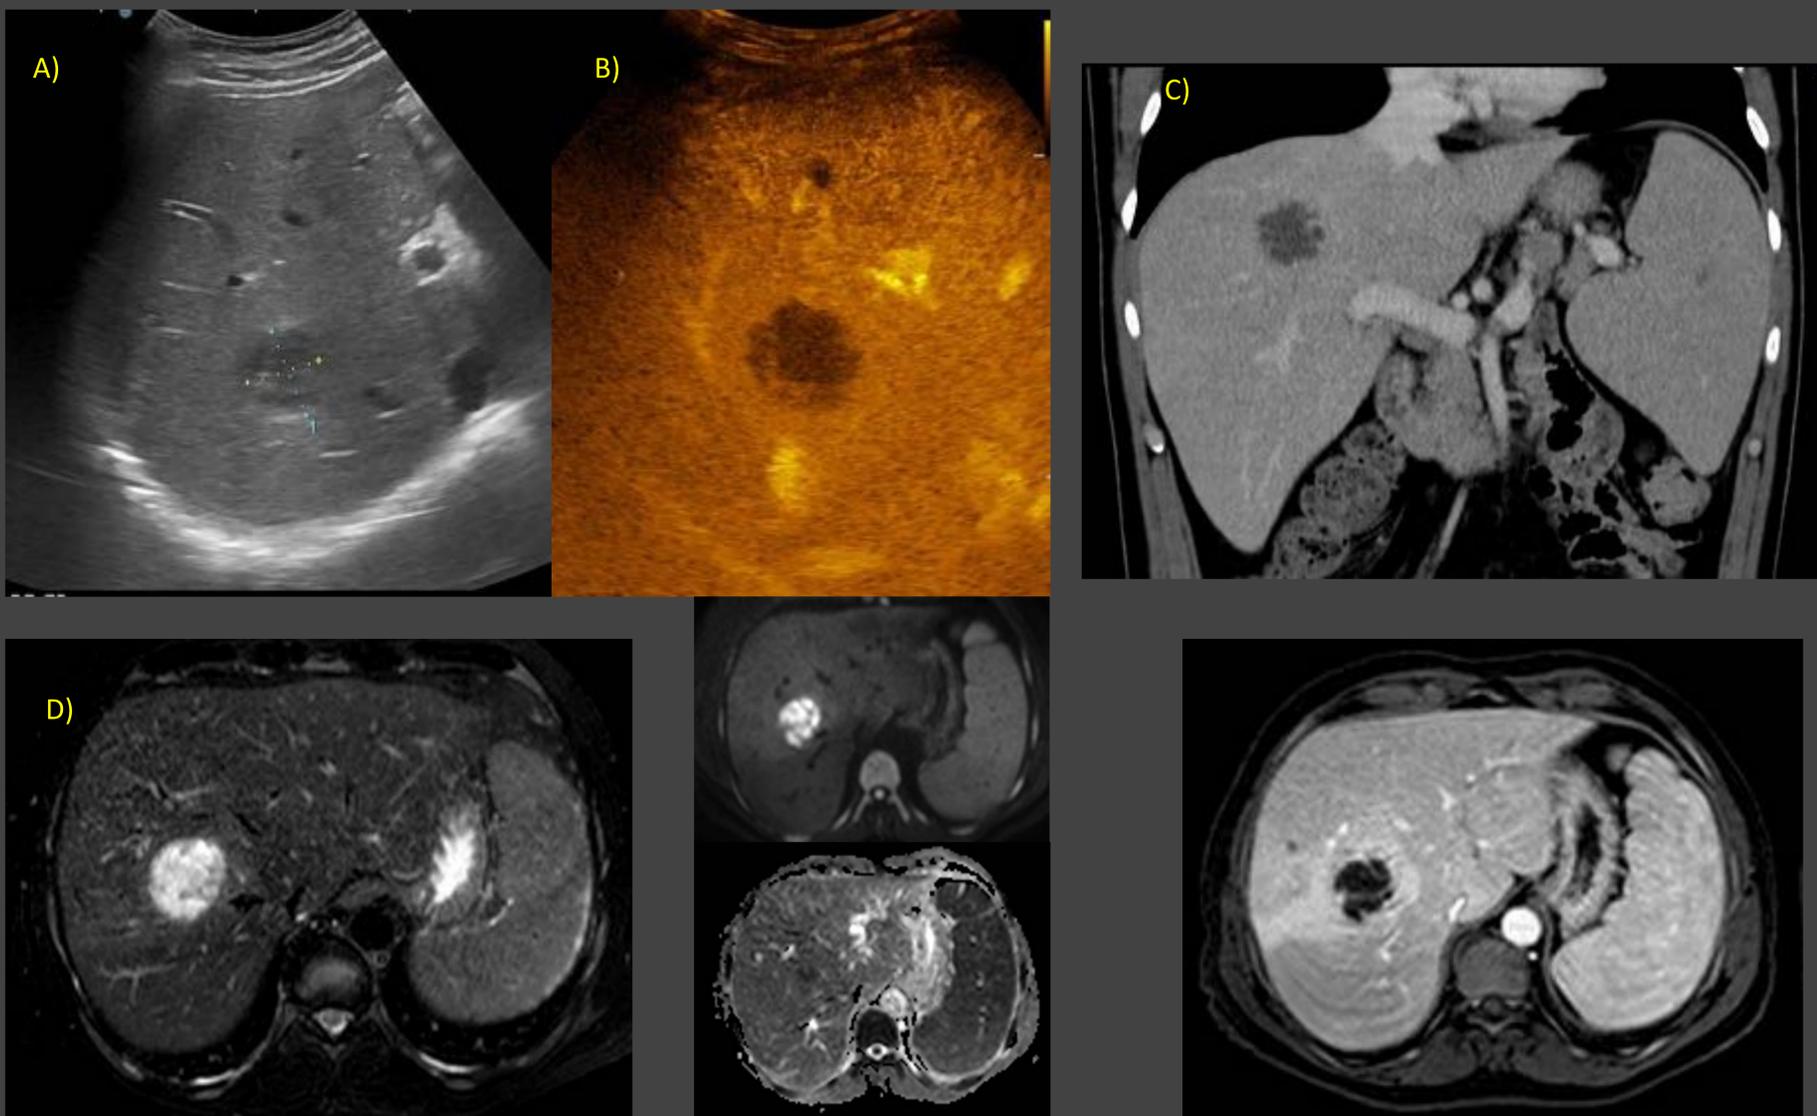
Absceso hepático (patrón I). A) Ecografía modo B: lesión hipoecoica de bordes mal definidos en la confluencia de los segmentos VII y VIII. B) CEUS: Realce periférico con algún tabique en su interior y centro hipoecoico. C) y D) Imágenes correspondientes de TC y RM (T2 FS, DW y ADC, T1FS cte).
